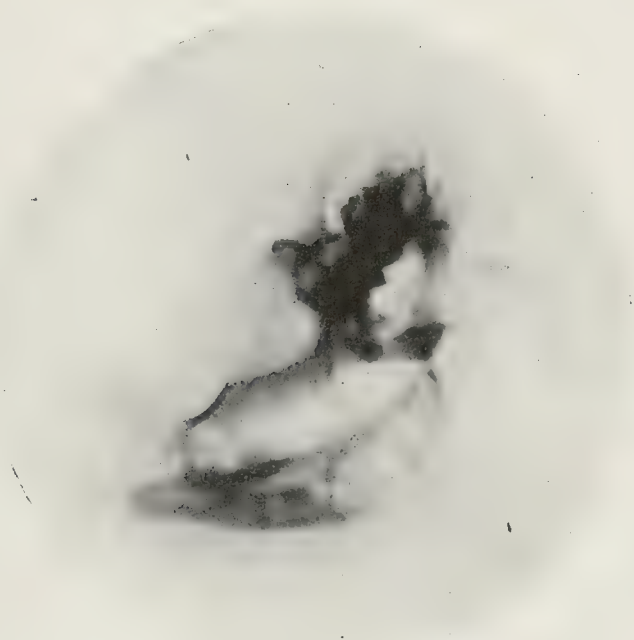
Radiographie d'os sec, sous l'incidence occipito-zygomatique, après opacification des canaux semi-circulaires, du vestibule et du limaçon.
